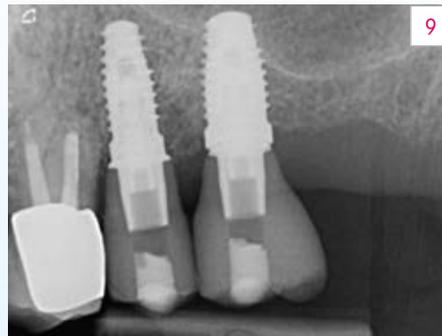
Radiografia di controllo dopo inserimento delle riabilitazioni.
